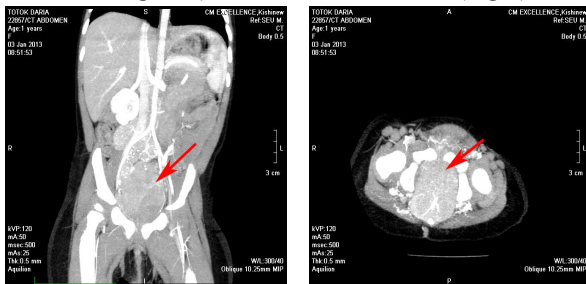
CT – prezența formațiunii tumorale presacrale.
